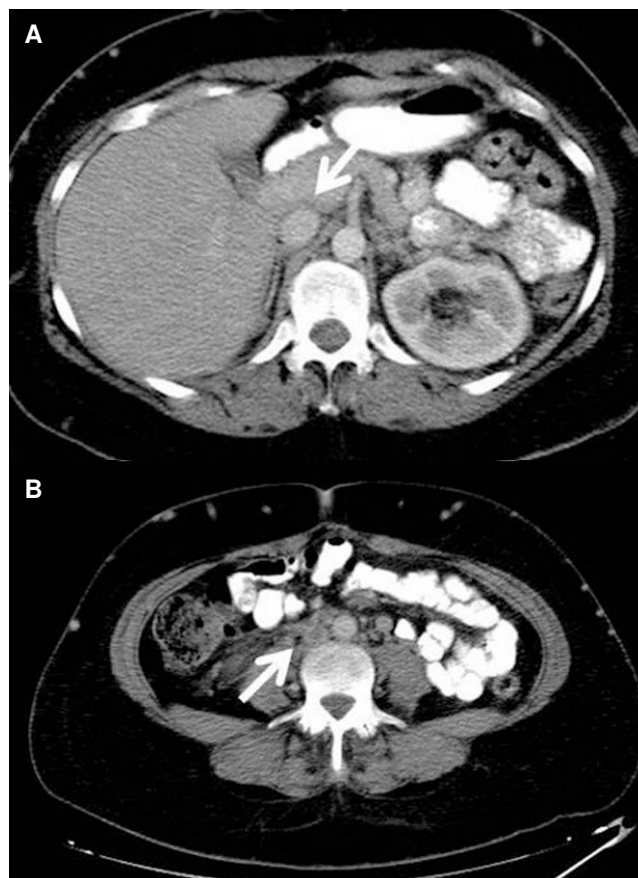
Tomografía computarizada toracoabdominal realizada al mes del diagnóstico. Se evidencia recanalización de la cava retrohepática (A) y parcial de la infrahepática (B).
